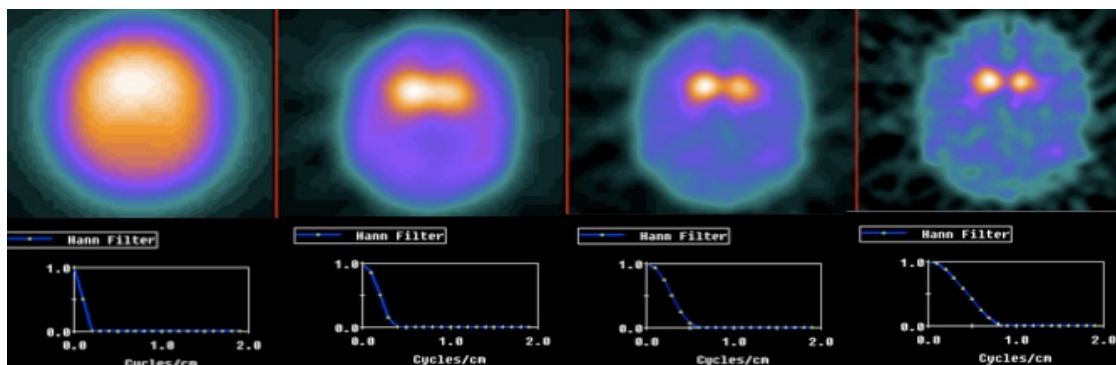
Tomografia cerebral com 123I-Datscan reconstruída com filtro Hanning e frequência de corte 0.2, 0.4, 0.6, 0.9 ciclos/cm respectivamente. Verifica-se uma suavização intensa para frequências de corte mais baixas, aumentado o detalhe na imagem à medida que a frequência de corte aumenta.
